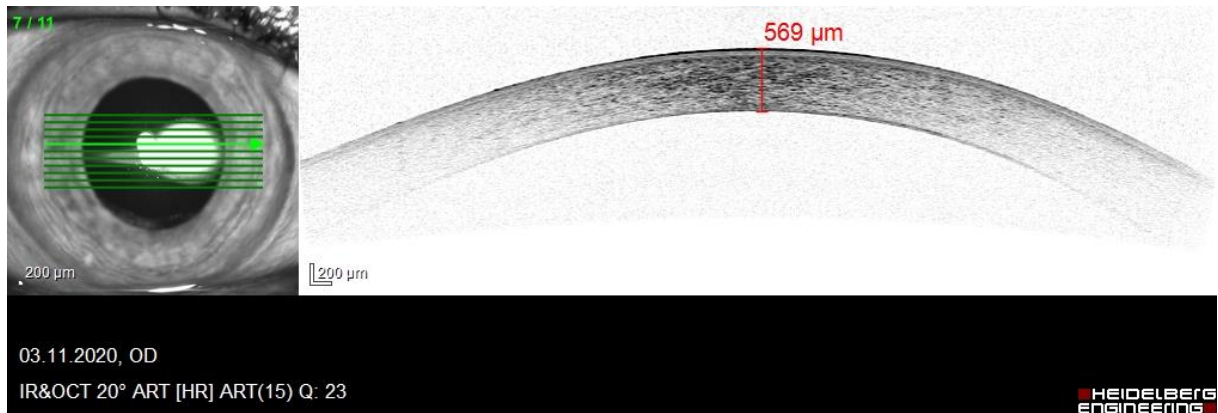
Darstellung mittels Kohärenztomographie: a) Transplantat-Dehiszenz, b) physiologischer Befund.
